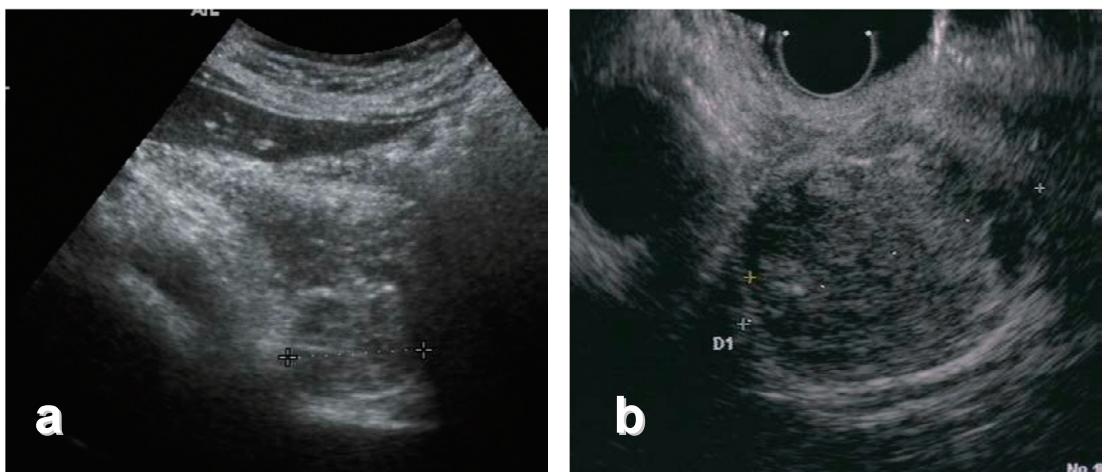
【浸潤性膵管癌 (invasive ductal carcinoma)】超音波内視鏡検査 (EUS)
